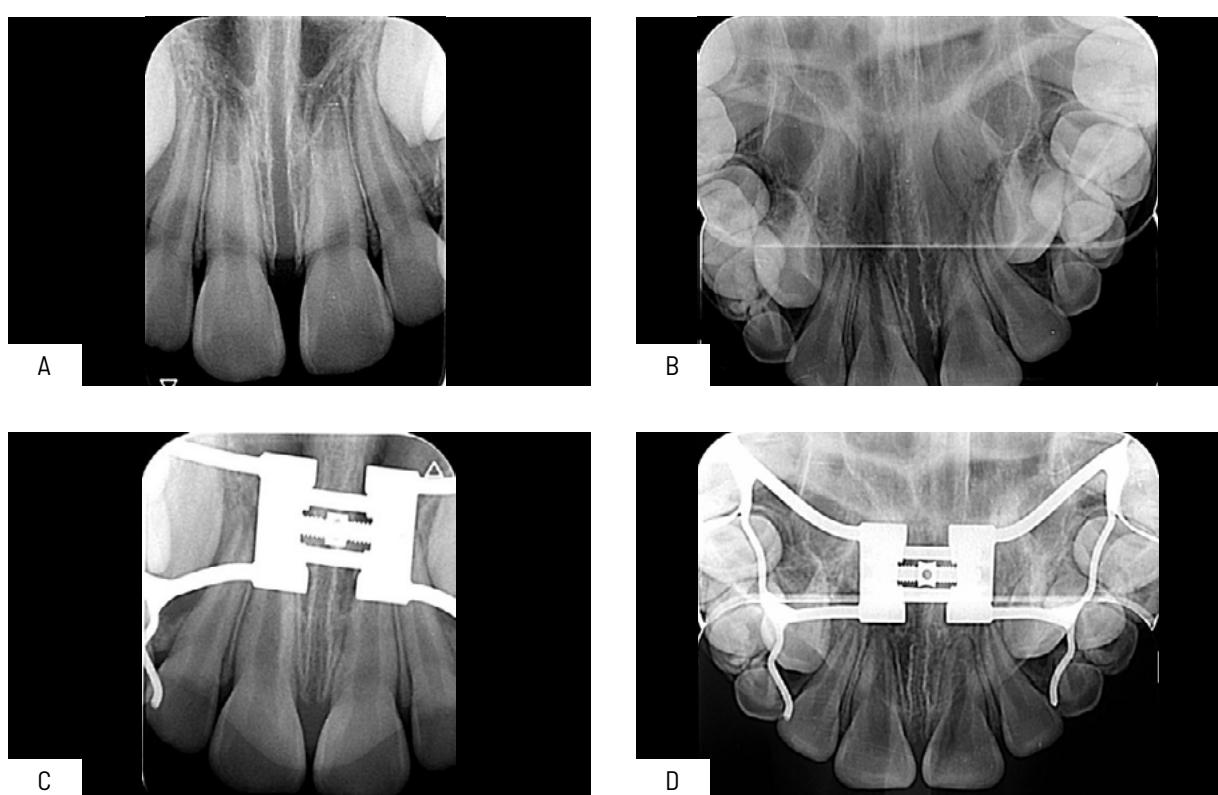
Radiografía periapical. A: Radiografía periapical inicial., B: Radiografía oclusal quince días de control. C: Radiografía periapical final de la disyunción maxilar., D: Radiografía oclusal final de disyunción maxilar
